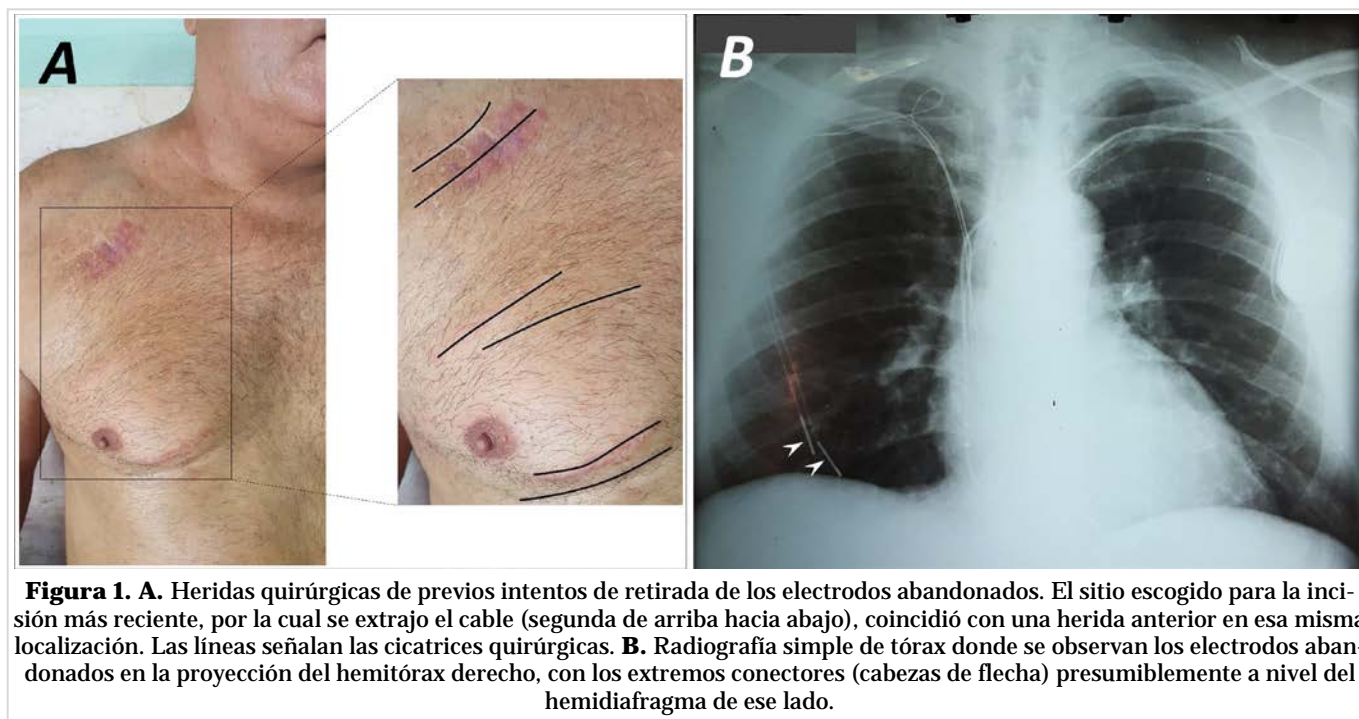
A. Heridas quirúrgicas de previos intentos de retirada de los electrodos abandonados. El sitio escogido para la incisión más reciente, por la cual se extrajo el cable (segunda de arriba hacia abajo), coincidió con una herida anterior en esa misma localización. Las líneas señalan las cicatrices quirúrgicas. B. Radiografía simple de tórax donde se observan los electrodos abandonados en la proyección del hemitórax derecho, con los extremos conectores (cabezas de flecha) presumiblemente a nivel del hemidiafragma de ese lado.
